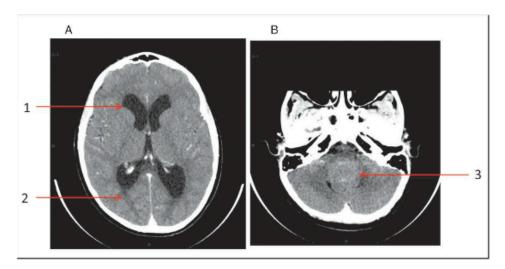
TDM cérébrale en urgence devant un tableau d'HTIC.
